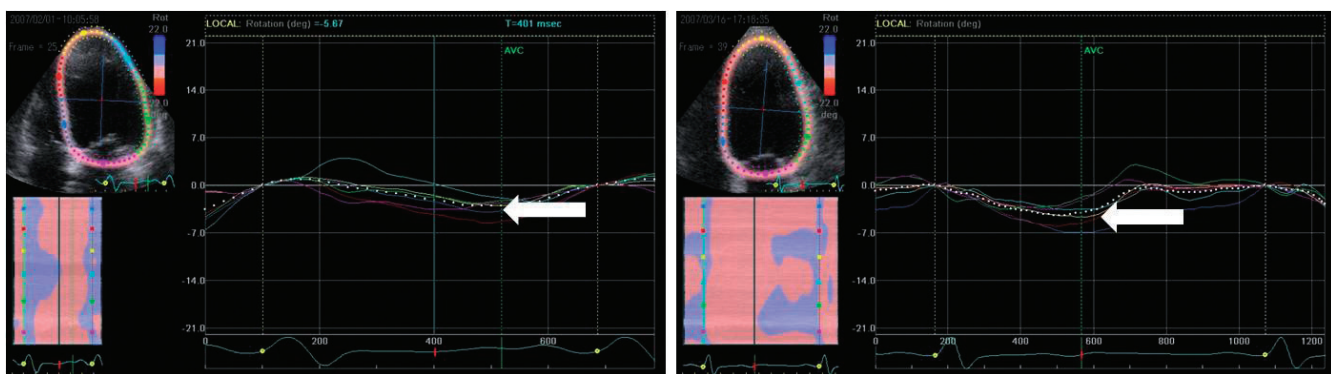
Apical 4 chamber view における shuffle motion または longitudinal rotation.
